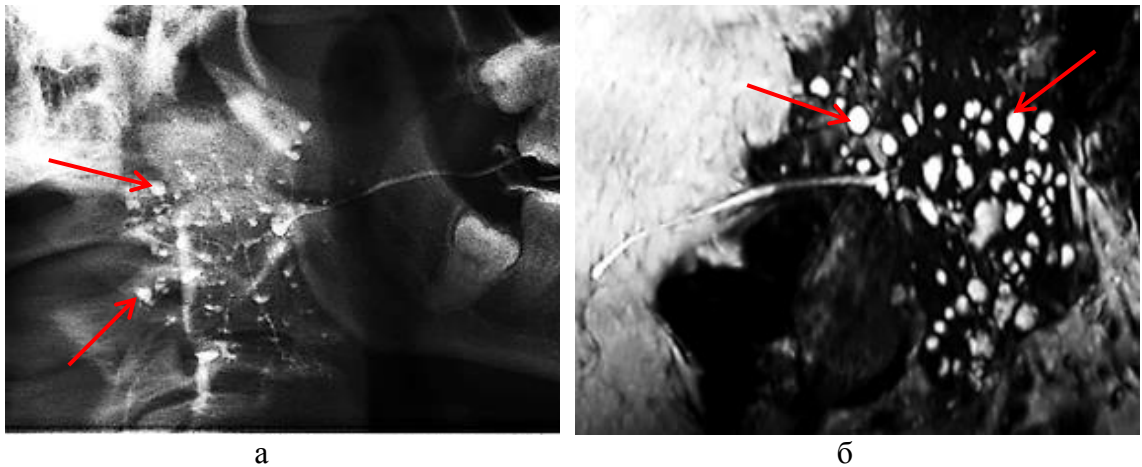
Пациентка П. 39 лет. Хронический двусторонний паренхиматозный паротит: а – рентгенологическая сиалограмма околоушной слюнной железы справа; б – МР-сиалограмма околоушной слюнной железы справа после стимуляции слюноотделения аскорбиновой кислотой с обтурацией устья протока. Режим FIESTA. Сагиттальная проекция (стрелка указывает на внутрижелезистые полости, заполненные естественным секретом)
